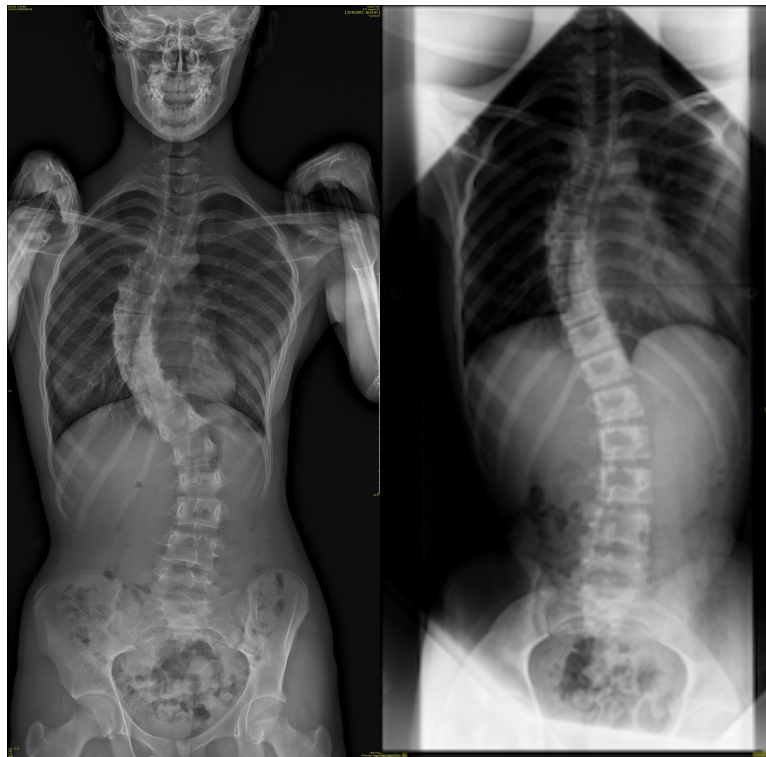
Radiographie de face du rachis entier montrant la réduction de la déformation lors de la traction (à droite)
